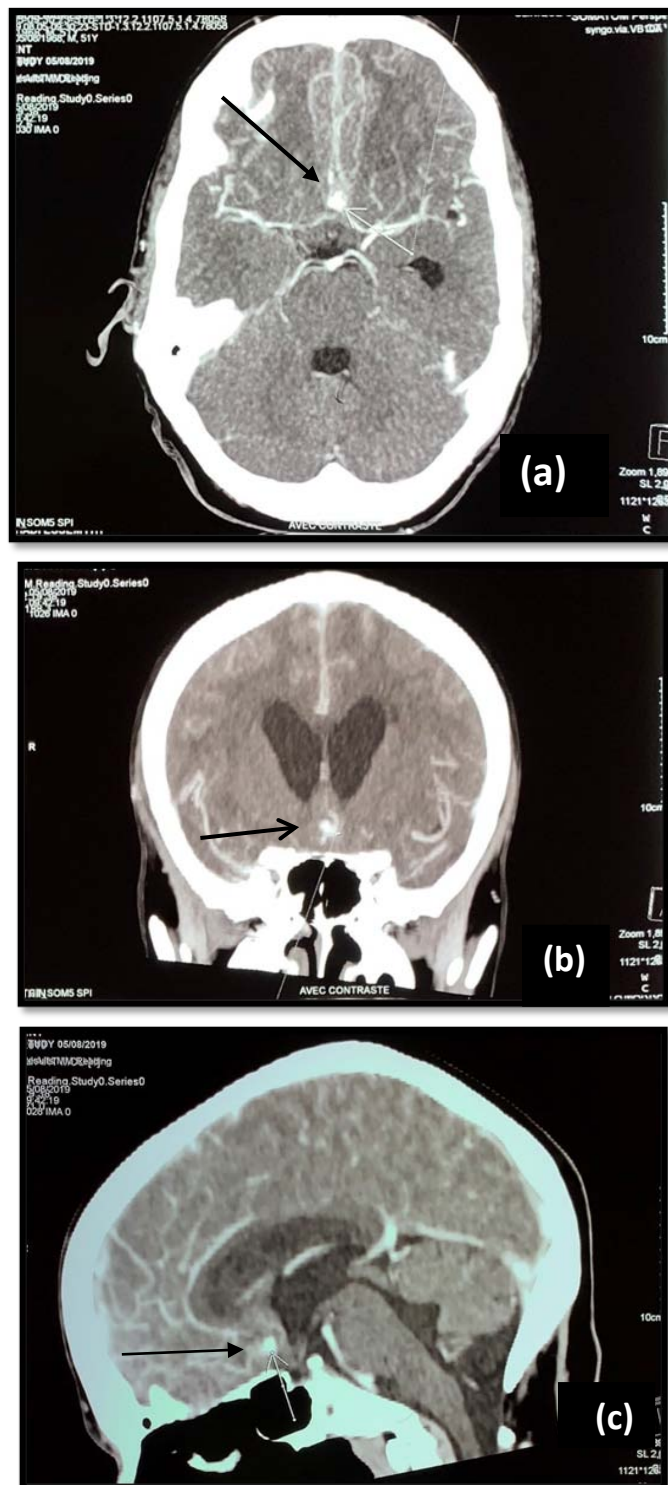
TDM cérébrale avec injection de PDC en coupes axiale (a), coronale (b) et sagittale (c) qui objective un anévrisme sacciforme de l'ACoA .
